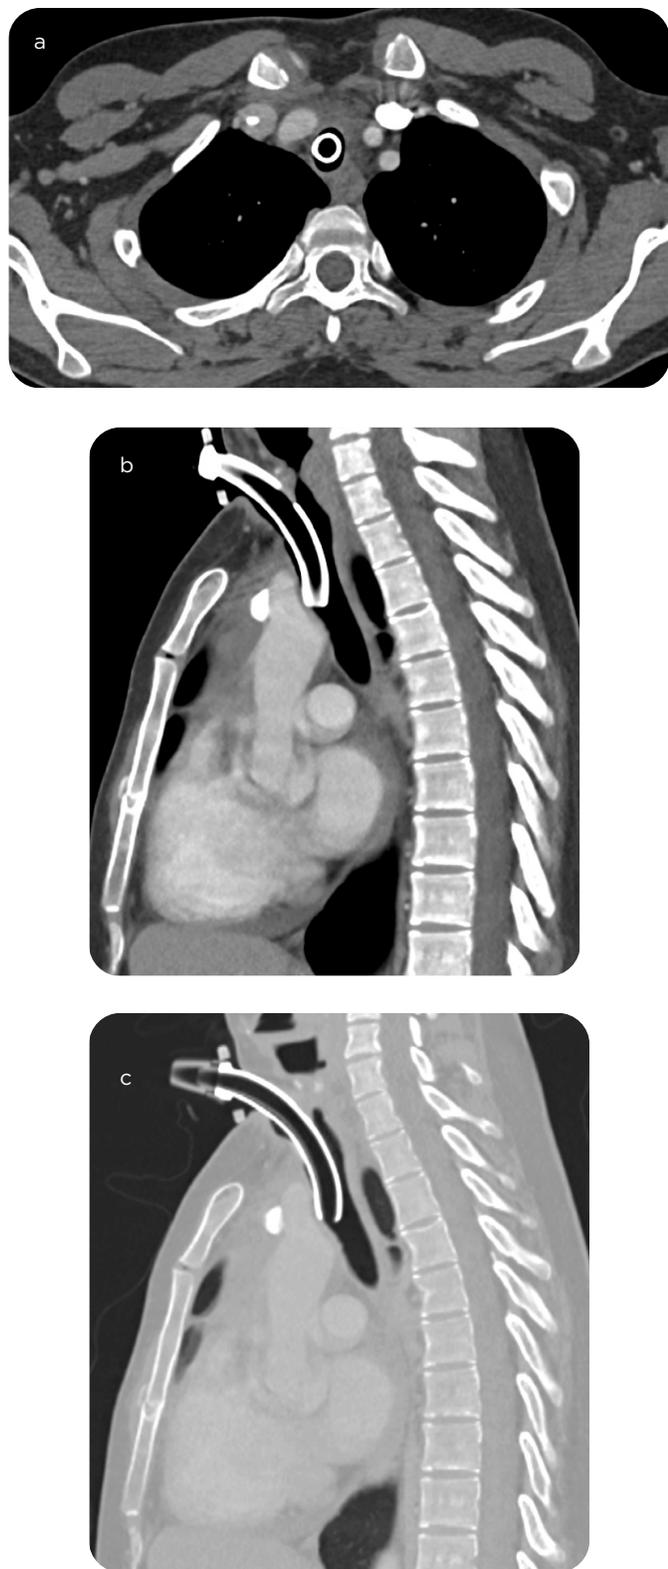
TAC de tórax con medio de contraste, a) corte axial en ventana de tejidos blandos, b) corte sagital en ventana de tejidos blandos y c) corte sagital en ventana de pulmón. Se evidencia el cierre completo de la fístula después del tratamiento conservador con traqueostomía.
